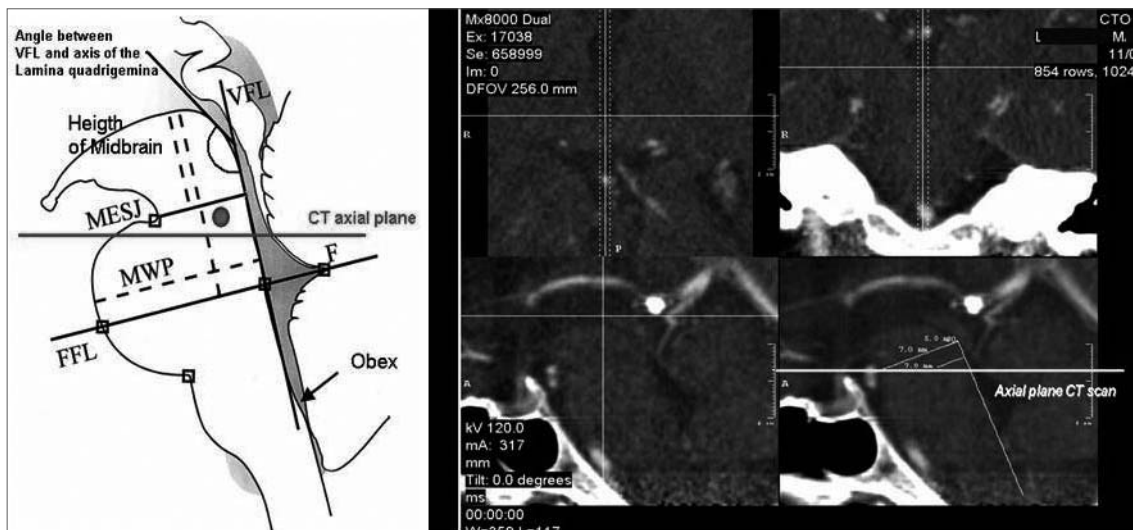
Panel izquierdo: Representación de los principales límites del tronco del encéfalo. VFL = Línea del Piso Ventricular; MESJ = Unión Ponto-Mesencefálica; MWP (línea horizontal punteada) = Máximo Ancho de la Protuberancia; FFL = Línea del Piso Fastigeo; F = Fastigium. La línea vertical punteada sobre la izquierda representa la altura del mesencéfalo, la línea vertical punteada sobre la derecha representa la altura del FFL. El punto rojo es el PPTg teórico. Panel derecho: MPR CT scan. En el panel inferior derecho, la línea blanca oblicua indica la VFL (Línea del Piso Ventricular), la línea blanca perpendicular a la VFL representa el borde Ponto-Mesencefálico, en el plano sagital medial. La línea amarilla representa el corte axial por exploración con TC elegido para la planificación, el cual está ubicado 5 mm por debajo del borde Ponto-Mesencefálico.
